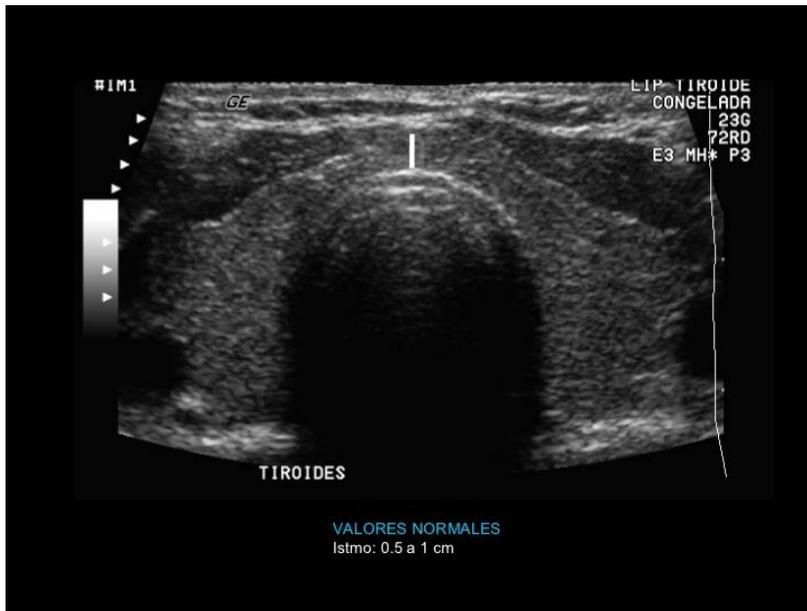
Ultrasonido de tiroides normal.<sup>18</sup>
